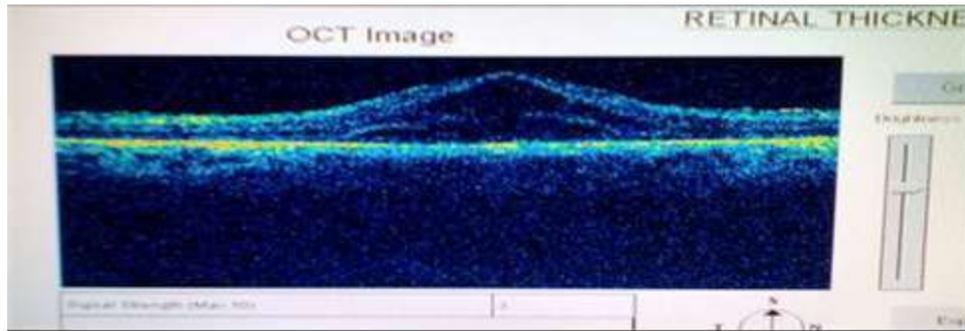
Tomografía de coherencia óptica de diagnóstico en OD. Presencia de quistes intrarretinales con aumento del grosor macular 400 micras. Imagen de los autores.
